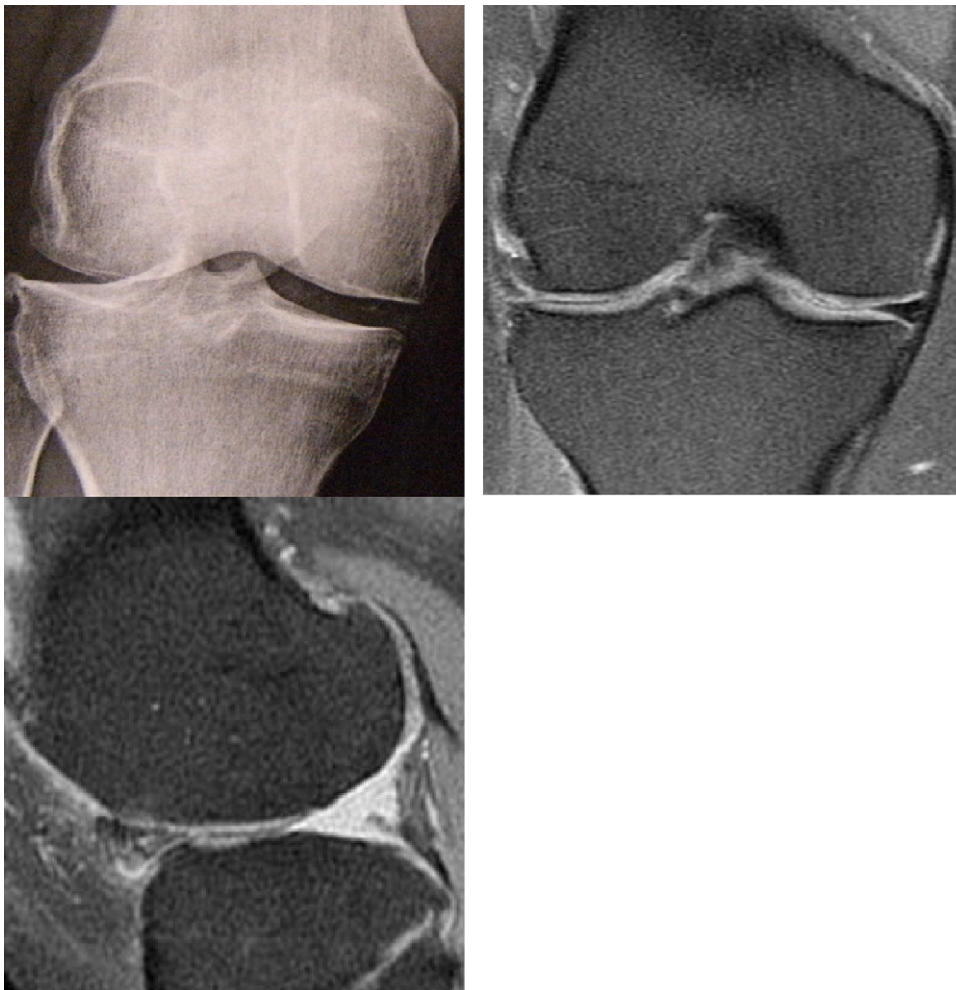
Bilan radiographique du cas clinique n° 3 (radiographies simples et IRM).
